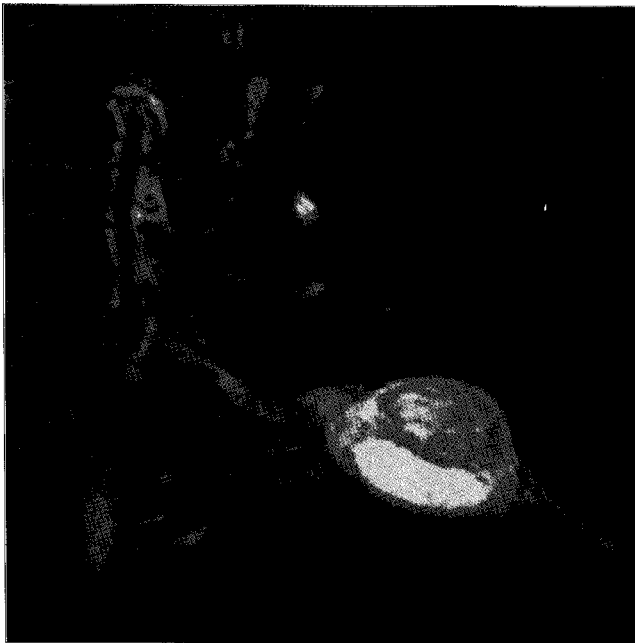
Neurogenic tumor. 53 year-old-female patient presented a palpable mass in supraclavicular fossa. Coronal T2-weighted fast spin-echo MR image with fat saturation shows a mass in the left brachial plexus showing the cystic portion of neurogenic tumor. This mass was excised and shown to be a Schwannoma.
